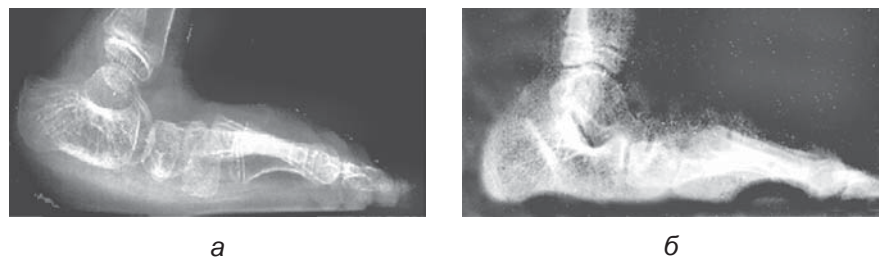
Рентгенограми стопи у бічній проекції до (а) та після (б) операції коригувальної кістковопластичної остеотомії п'яткової кістки
